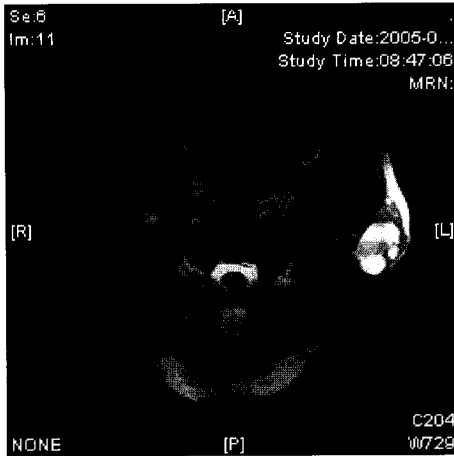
Preoperative magnetic resonance imaging(T2-weighted) shows a well-defined, 3 cm-sized lobulated left parotid mass containing significant cystic or necrotic change.
